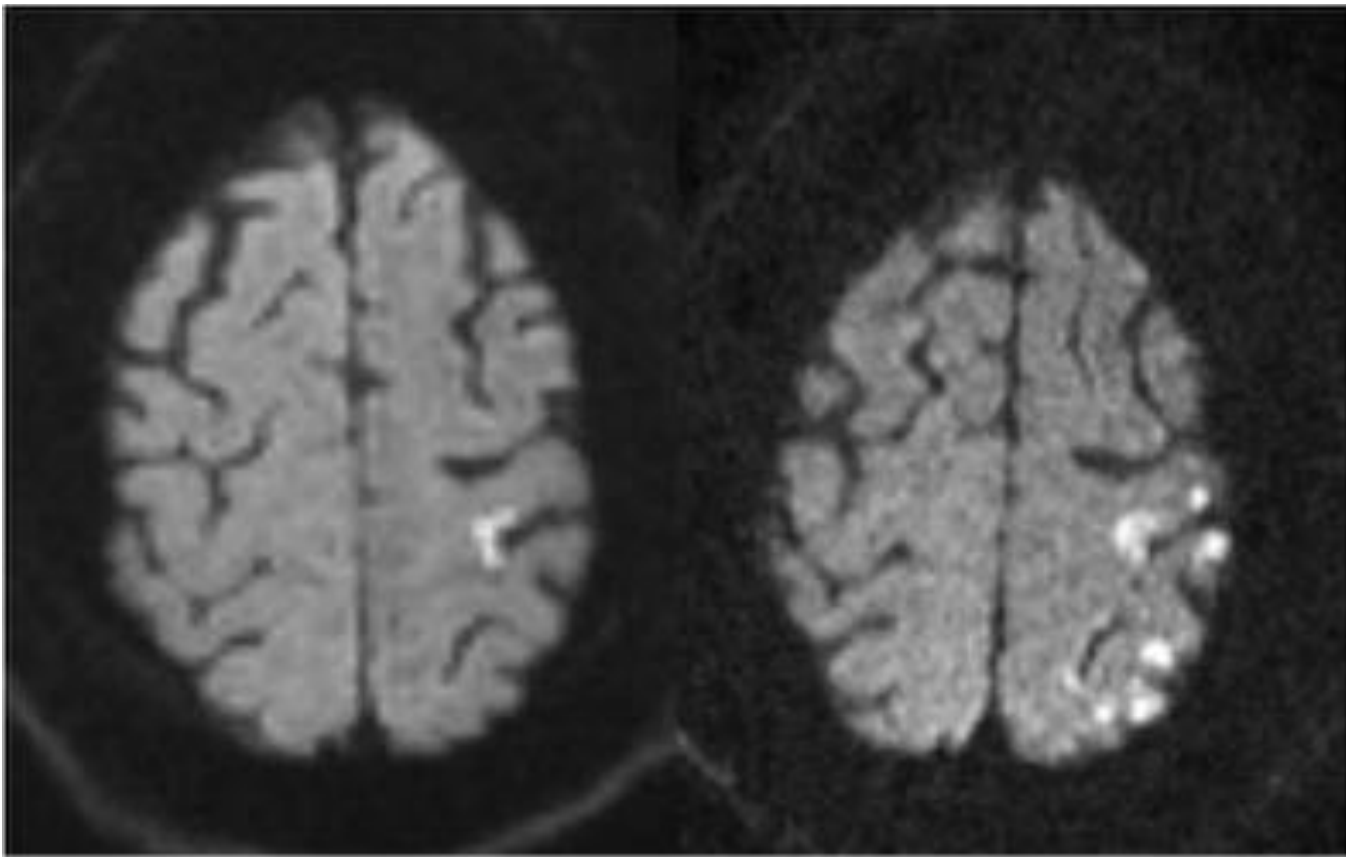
Paciente de 60 años, con AIT. RM DWI muestra lesión puntiforme en córtex frontl izquierdo. Después de reperfusión aparecieron múltiples lesiones de microinfartos.
